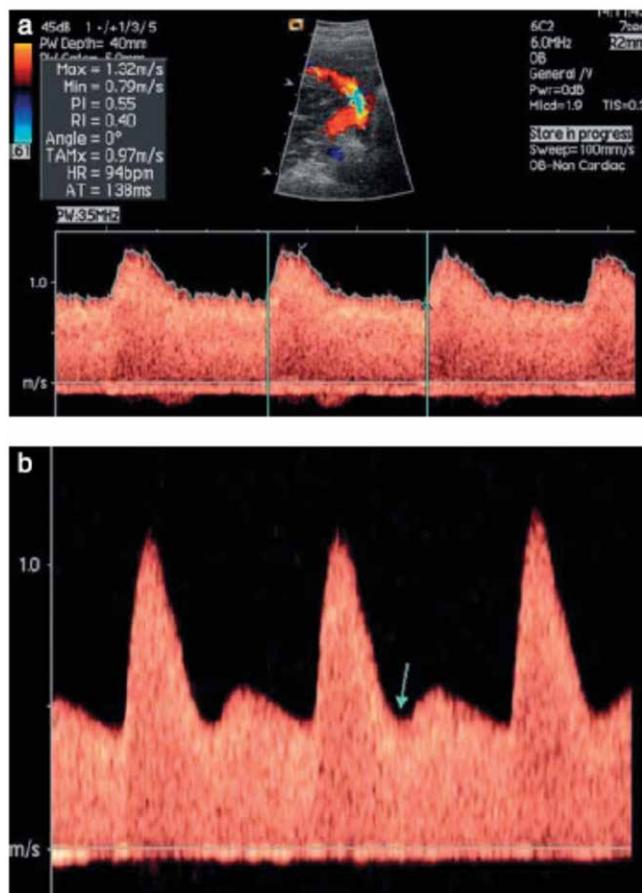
Ultrassonografia transabdominal de segundo trimestre mostrando os formatos de onda da artéria uterina. Em (A) nota-se um formato de onda normal. (B) apresenta uma onda anormal com incisura protodiastólica.⁴
